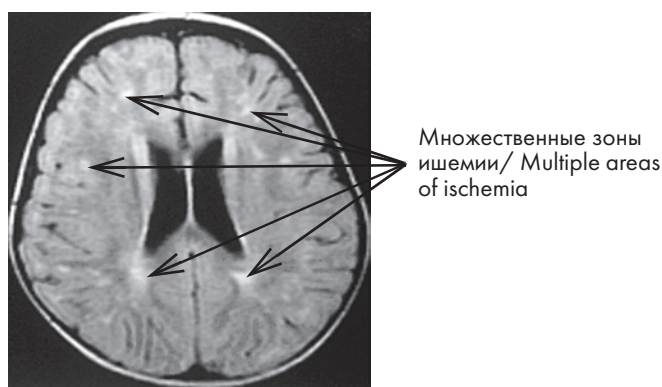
МРТ, больной К., 6 мес. Диагноз: гемофильный менингит. Церебральный васкулит. FLAIR-ВИ, аксиальная проекция
